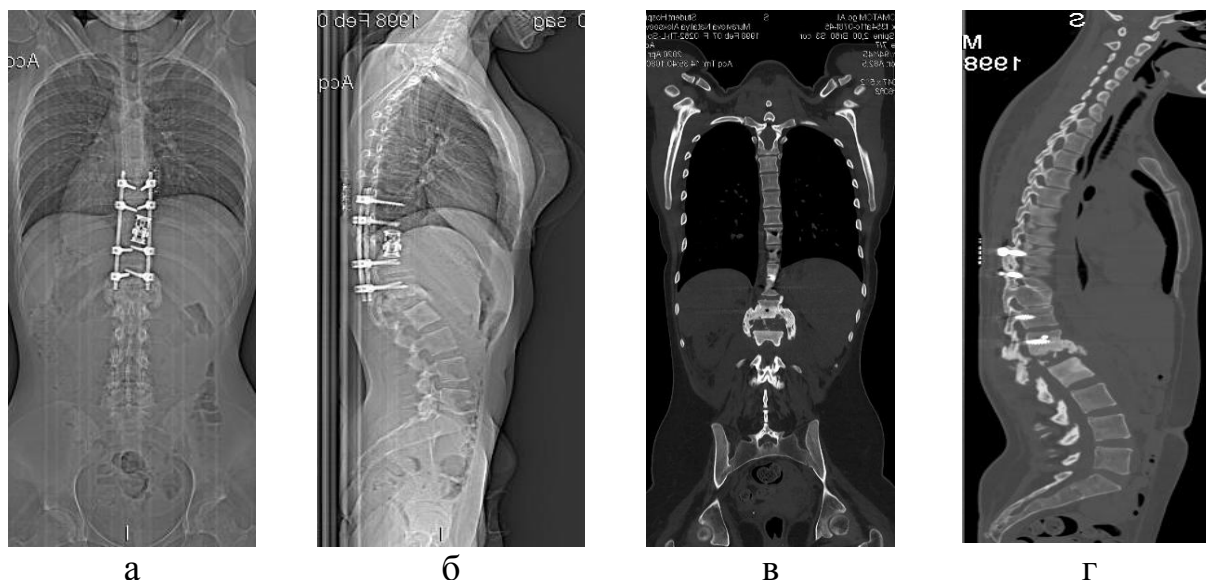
Фотовідбитки рентгенограм (а — фас, б — профіль) та КТ (в — фас, г — профіль) хворої М., 22 роки, історія хвороби № 85914, діагноз: Наслідки важкої спинальної травми з ускладненим переломом тіла Th_x хребця, стан після двох етапів хірургічного лікування (2014 р.): передньо-заднього спондилодезу на рівні Th_{VIII}–Th_{XII}. Наслідки перенесеного спондиліту L_I хребця (2018 р.). Суміжний кіфоз III ступеня. Нижня параплегія. Порушення функції тазових органів.
